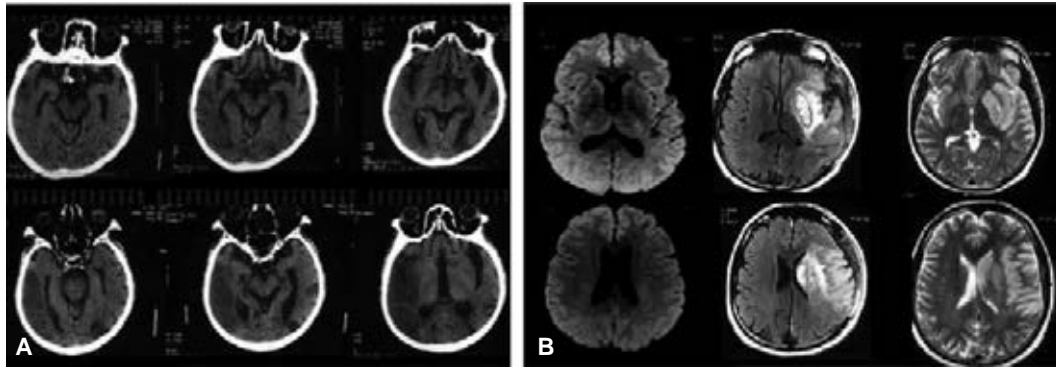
A. TC simple, infarto territorio de la arteria cerebral media derecha, signo de la arteria cerebral media densa, borramiento de surcos e hipodensidad tenue insular, clínicamente debilidad súbita de hemicuerpo izquierdo y seguimiento TC simple 24 horas posteriores al evento. B. Infarto subagudo con transformación hemorrágica en territorio de ACMI, difusión sin zona de restricción, FLAIR y T2 hiperintenso.
